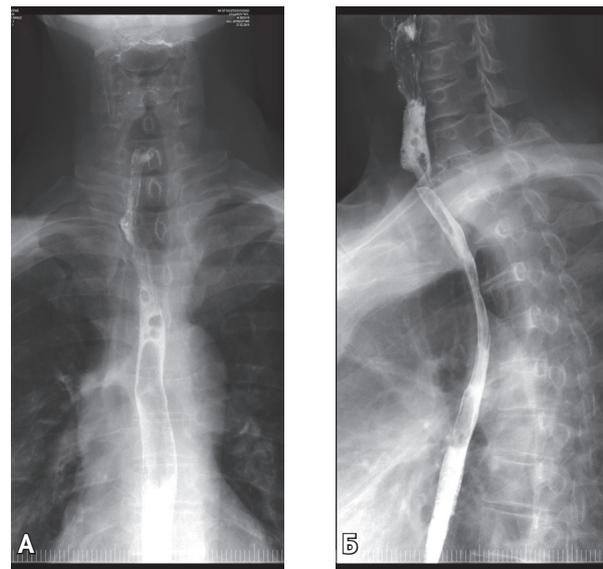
Рентгеноконтрастное исследование пищевода у больного А. в прямой (А) и косой (В) проекциях на 10-е сут после операции (пищевод свободно проходим для контрастного вещества)
